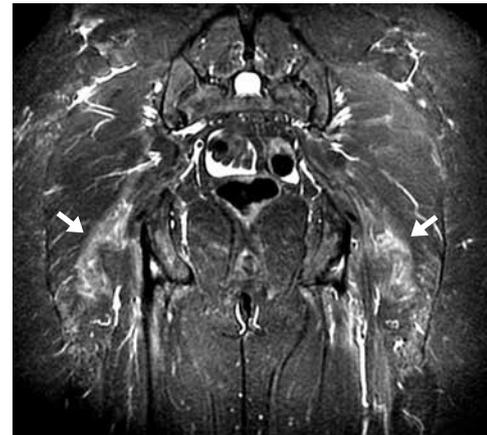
RM pelvis. Coronal 3D COSMIC ASPIR. Incremento en la intensidad de señal del glúteo mayor y medio (flechas).
